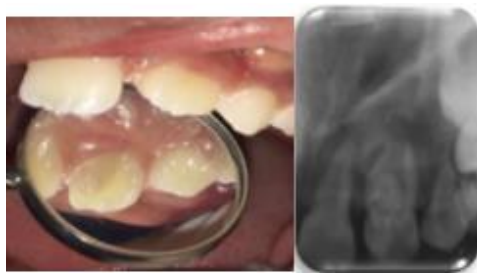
A) Aspecto clínico da face palatina do incisivo lateral superior esquerdo B) Radiografia de diagnóstico evidenciando a presença do Dens Invaginatus.(11/07/2017).
